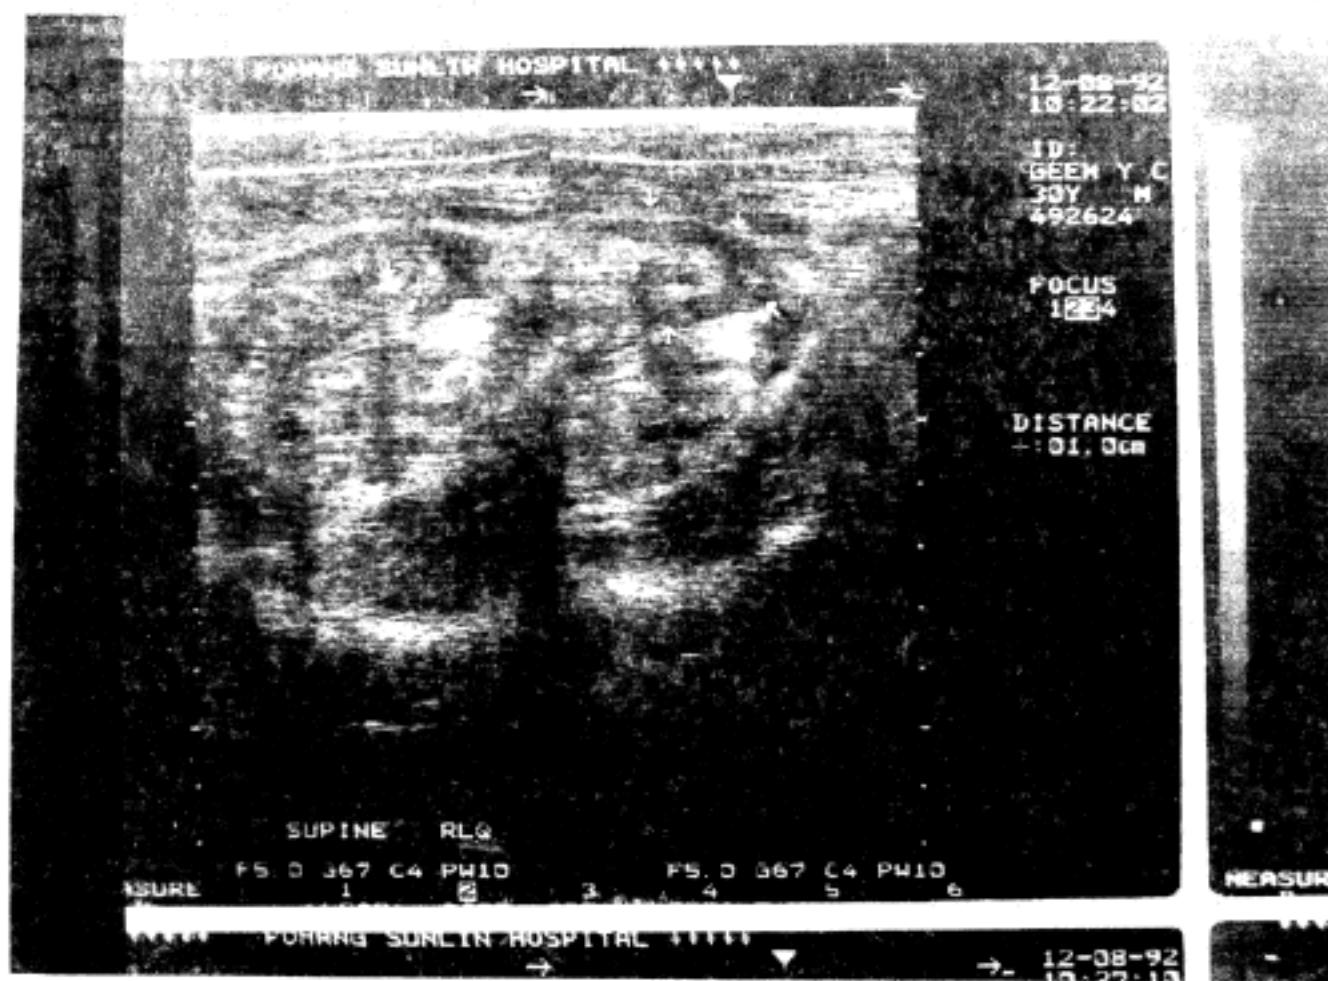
Ultrasonographic finding of diverticulitis.
